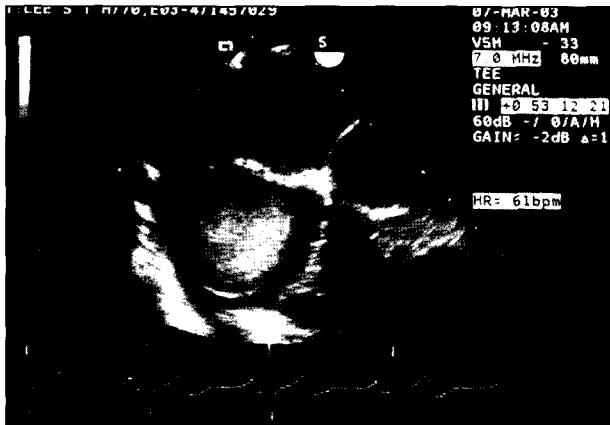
Preoperative Transesophageal 2-D Echocardiogram showed an encapsulated cystic mass attached to the right interatrial septum.
